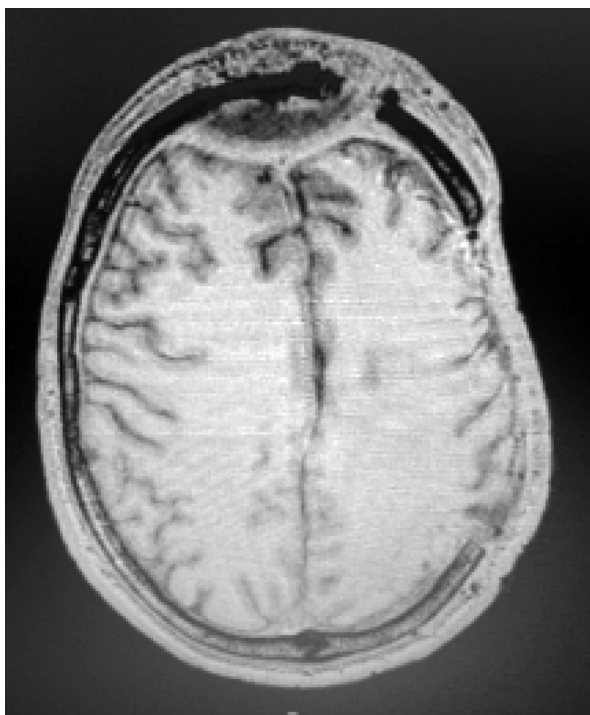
МРТ головного мозку з в/в підсиленням. Епідуральний абсцес лобних ділянок білатерально, дефект кісткових стінок лобної пазухи зліва, реактивні зміни оболонок головного мозку лобно-тім'яних часток білатерально. Післяопераційні зміни в тім'яній ділянці зліва – відсутність тім'яної кістки (2019 р.).
